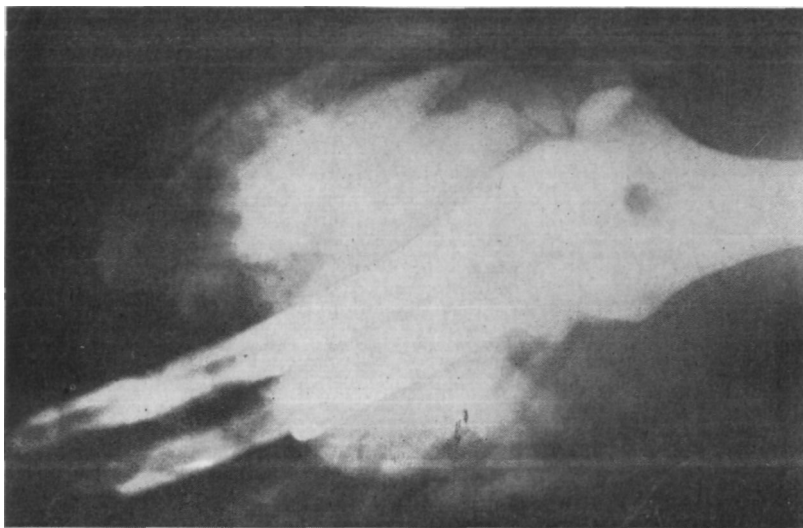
Рентгенограмма того же больного.
